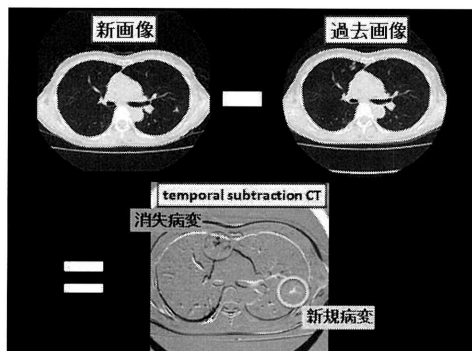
temporal subtraction CT
